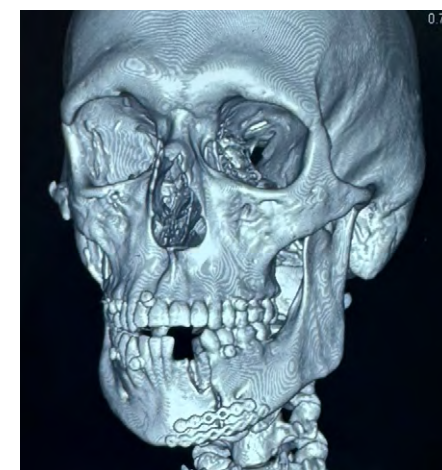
Мультиспиральная КТ с 3D-моделированием: состояние после операции, рефрактура, остеосинтез вид сбоку и спереди
